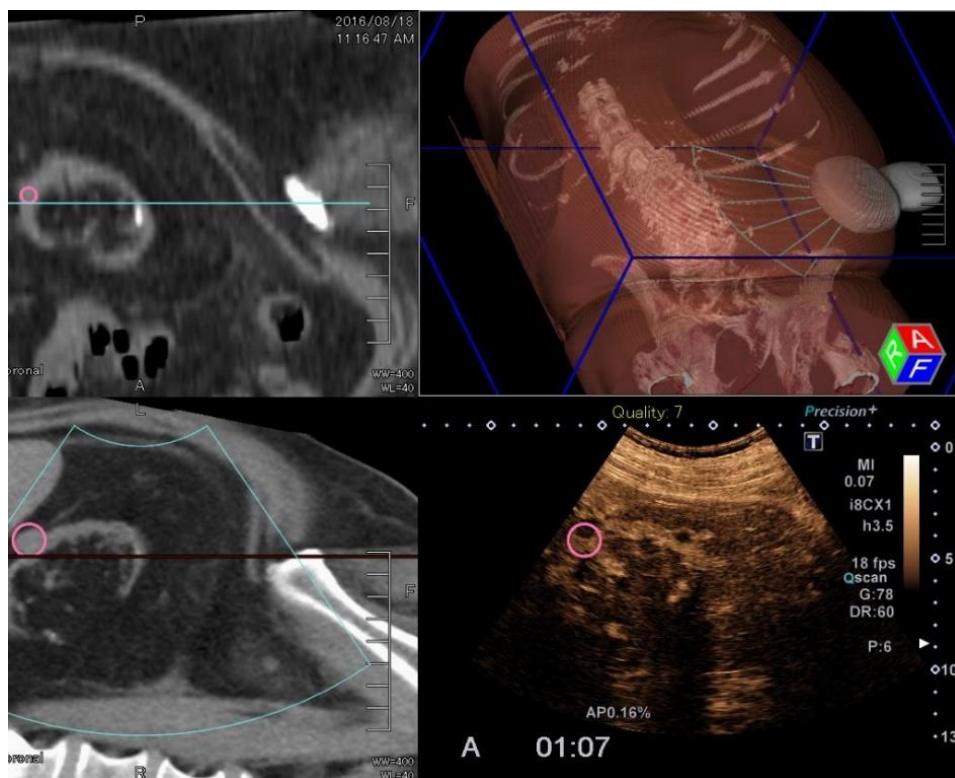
Bildfusion von CEUS und nativer Computertomographie zur Evaluation einer Nierenzyste bei Schrumpfnieren. Die Kreismarkierung (pink) fungiert als Markierung zur Bildregistrierung zwischen den DICOM-Datensätzen beider Modalitäten.
